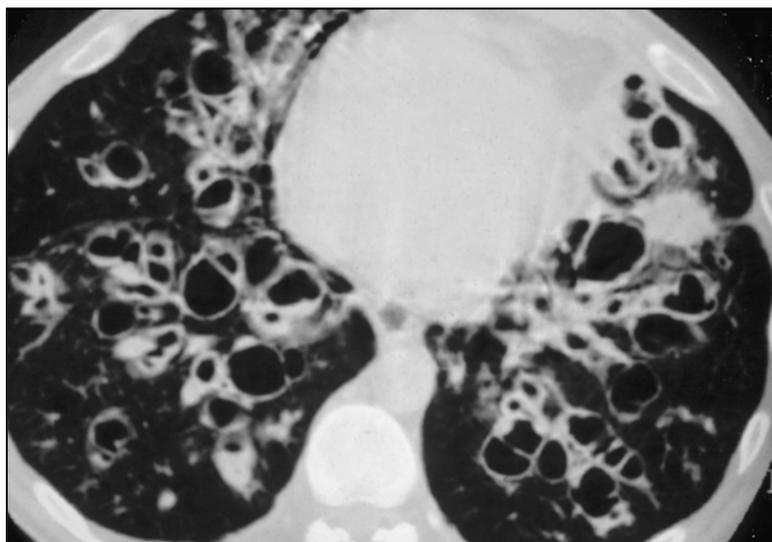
TAC torácico de mujer de 21 años con fibrosis quística
